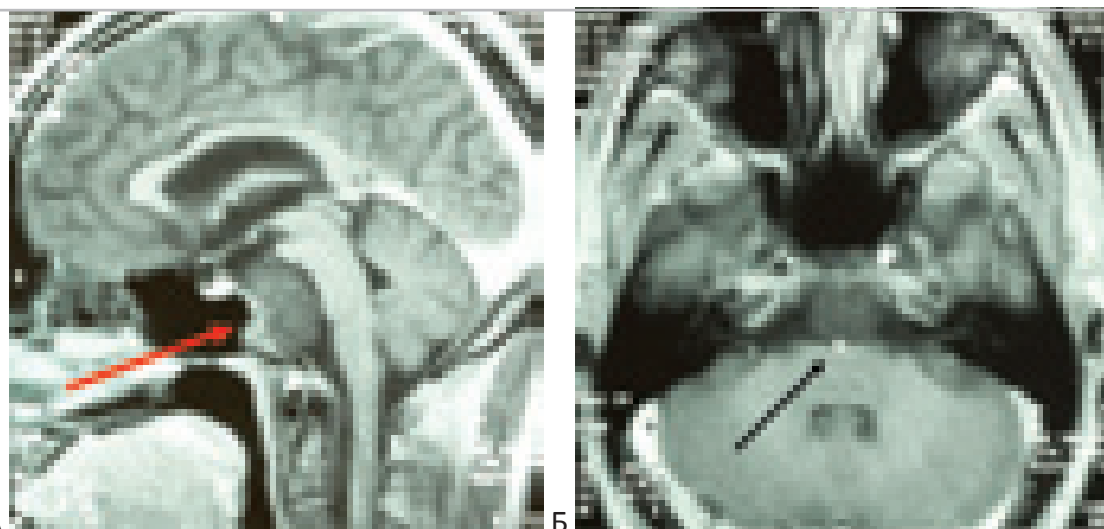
МРТ изображения хордомы ската с интракраниальным ростом в заднюю черепную ямку. Больной 3., 30 лет. “А” – МРТ (Т1) с контрастом в сагиттальной проекции (стрелка указывает направление доступа), “Б” – в аксиальной проекции (стрелка указывает на a.basilaris). Костные структуры ската сохранены. Опухоль распространяется интрадурально вдоль всей длины ската, сдавливает мост мозга, прилежит к a.basilaris.
